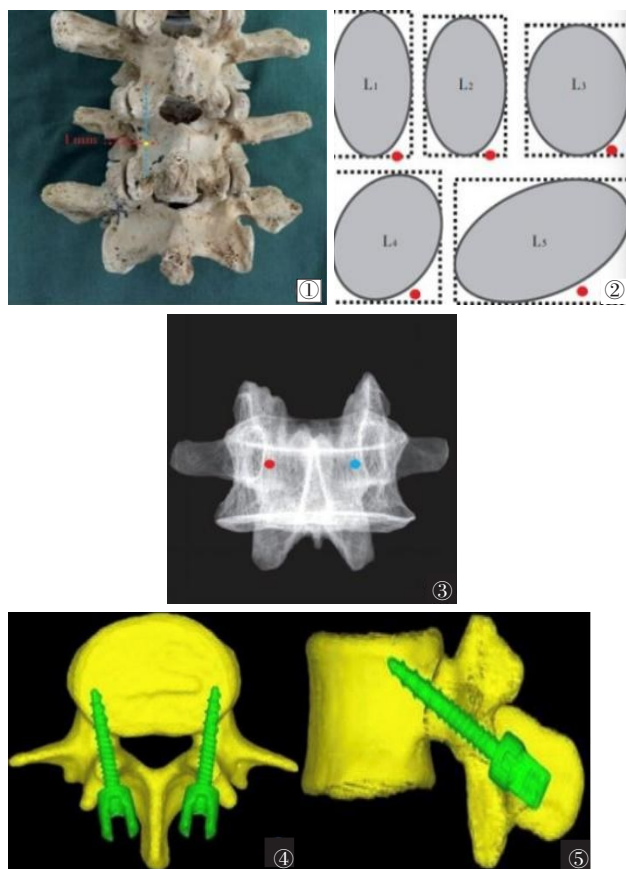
~3 进针点、置钉位置选择。图1 上关节突中心的垂线与横突下缘方向1 mm水平的交点(或峡部外侧缘内3 mm);图2 L₁~L₅椎弓根投影与进针点关系示意(红色圆点为进针点,T₁₀~T₁₂参考L₁进针点);图3 正位X线下置钉点位于左侧椎弓根投影5点钟方向(红色),右侧椎弓根投影7点钟方向(蓝色) 图4 冠状面螺钉示意 图5 矢状位螺钉示意
